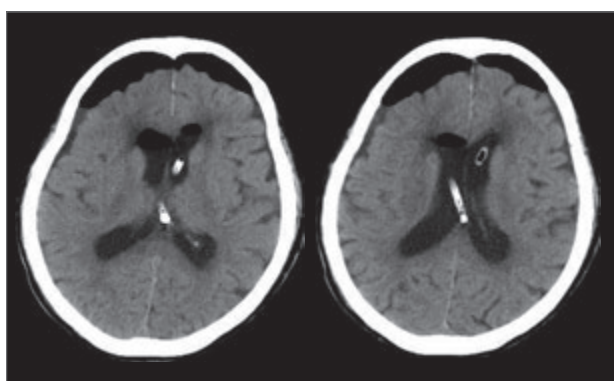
神経内視鏡手術後、頭部CT (入院第4日目)
